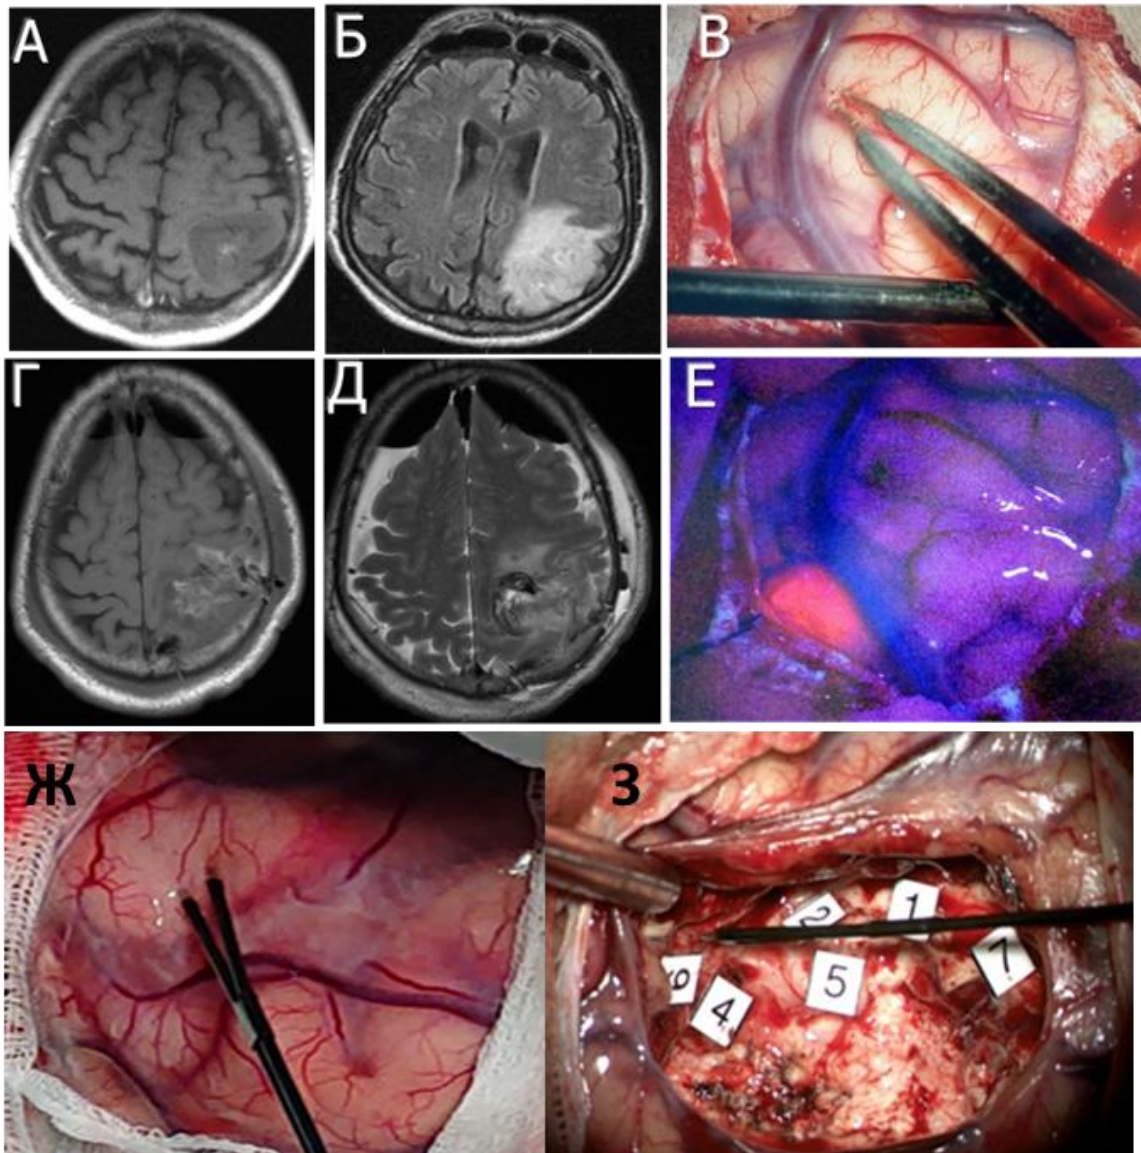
Диагностика у пациента с анапластической астроцитомой левой теменной доли: А – МРТ в T1 режиме аксиальный срез до операции, визуализируется фокусное контрастирование глиомы, Б – МРТ в T2- FLAIR режиме аксиальный срез до операции, визуализируется неоднородный сигнал в опухоли, В – интраоперационная фотография в белом свете с с микроскопа, Г – послеоперационная МРТ в T1 режиме, аксиальный срез, Д - послеоперационная МРТ в T2-FLAIR режиме, аксиальный срез, Е - интраоперационная фотография во флуоресцентном режиме с микроскопа - отмечается яркое свечение опухоли, Ж – начальный этап картирования коры биполярным стимулятором, З – конечный этап картирования коры биполярным стимулятором: маркером обозначены точки при последовательной стимуляции которых моно и биполярным стимуляторами получены моторные ответы от контралатеральных конечностей.
